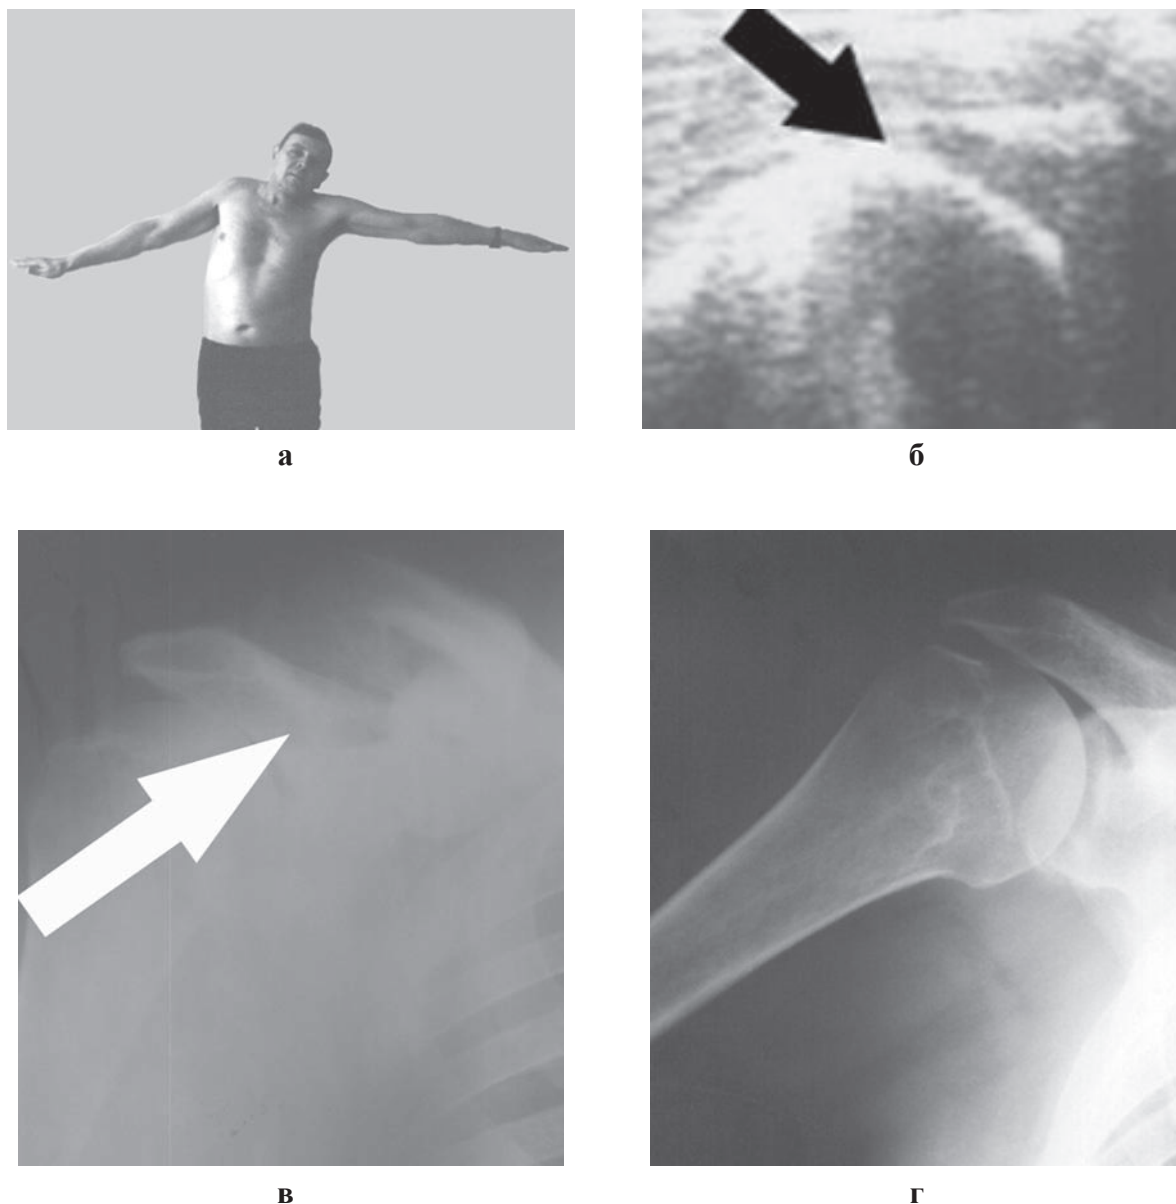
Внешний вид 6-го К., 54 лет с застарелым локальным повреждением ротаторной манжеты плеча (ИБ №5776) до операции (а), сонограмма, отсутствие тени манжеты в месте инсерции (стрелка) (б), рентгенограмма, оссификат в области акромиального конца ключицы (стрелка) (в), функциональная рентгенограмма (г).
